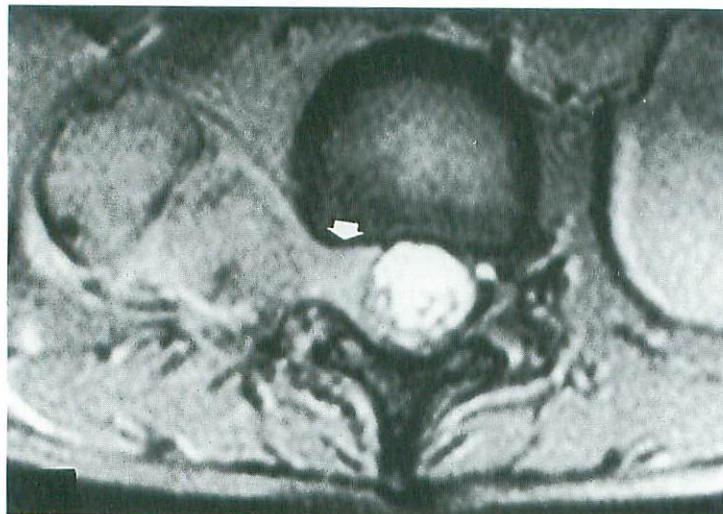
MRI(T1強調画像)：椎間孔から椎管内に進展する腫瘍が明瞭
